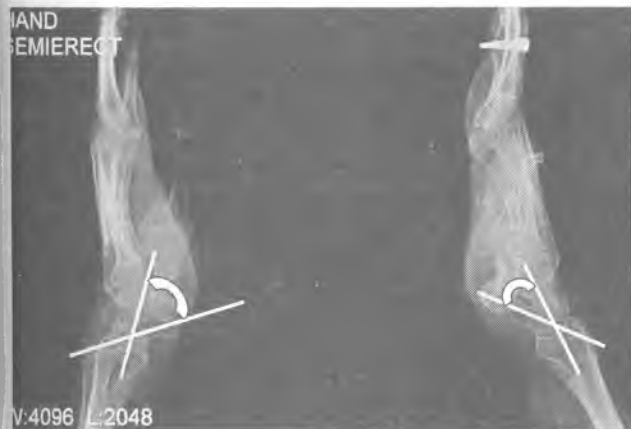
Рентгенограмма запястий пациентки Г, сравнительная в боковой проекции. Увеличение ладьевидно-полулунного угла при хронической ладьевидно-полулунной диссоциации слева, АКЗ IA.
